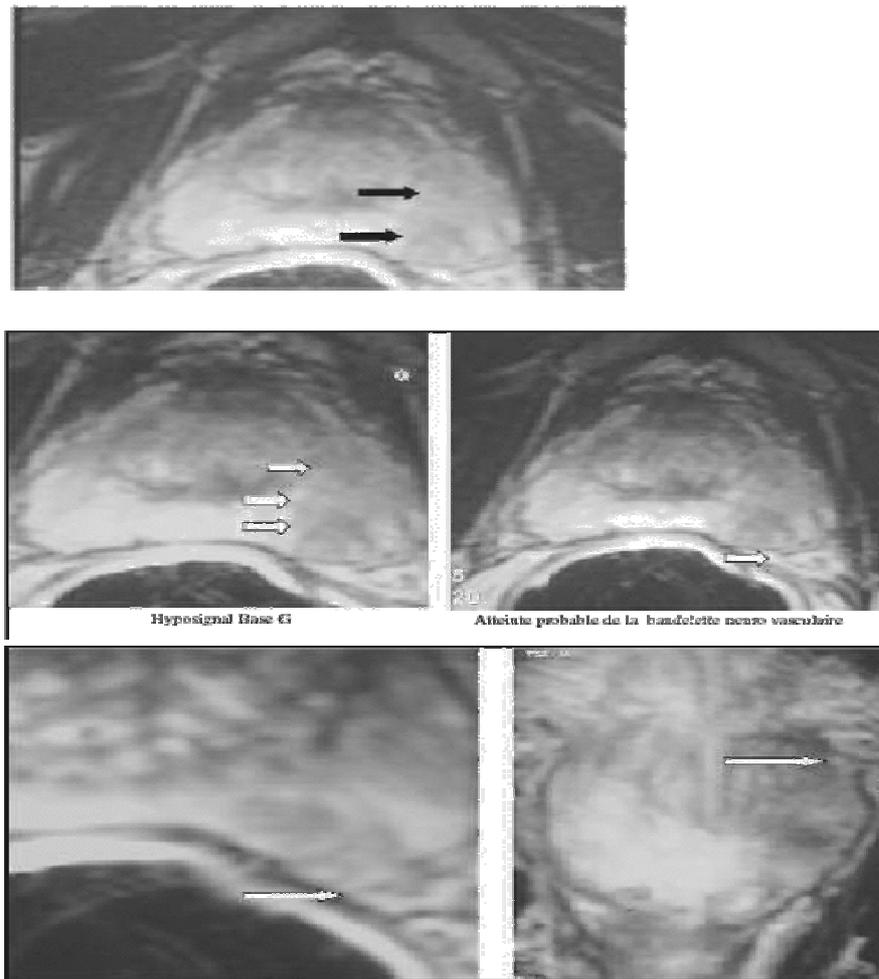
IRM prostatique, franchissement capsulaire et atteinte de la bandelette neurovasculaire.
